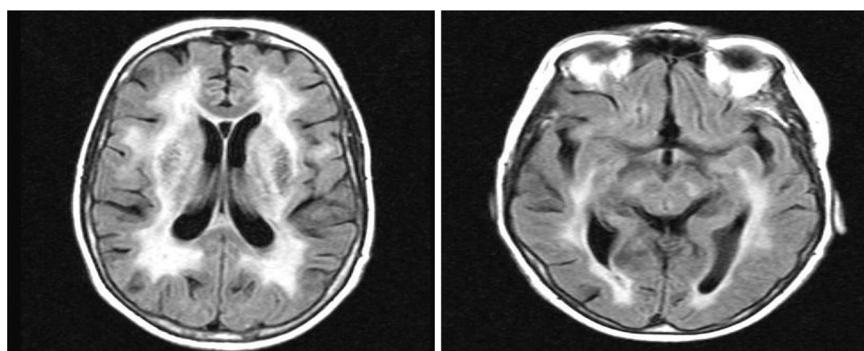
RM de cerebro, secuencia T2/FLAIR.
